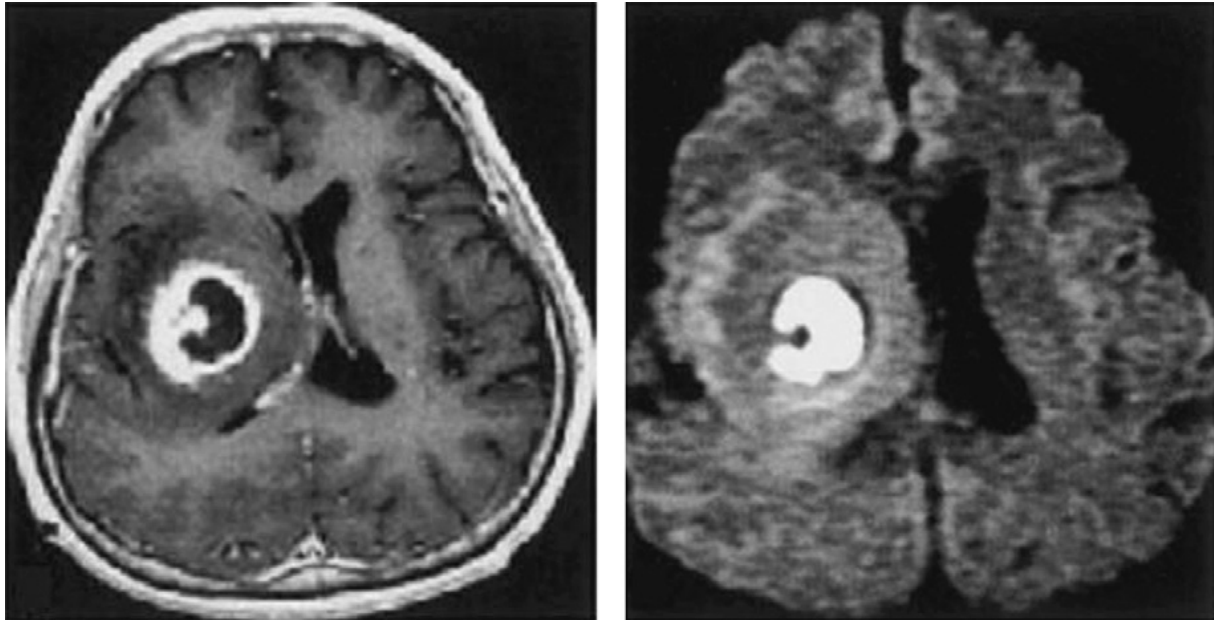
A gauche : IRM en séquence T1 retrouvant une image en cocarde paraventriculaire droite prenant le contraste après injection de gadolinium, associée à une déviation de la ligne médiane. Séquence de diffusion à droite : hypersignal franc en diffusion, signant la présence de pus (23).
